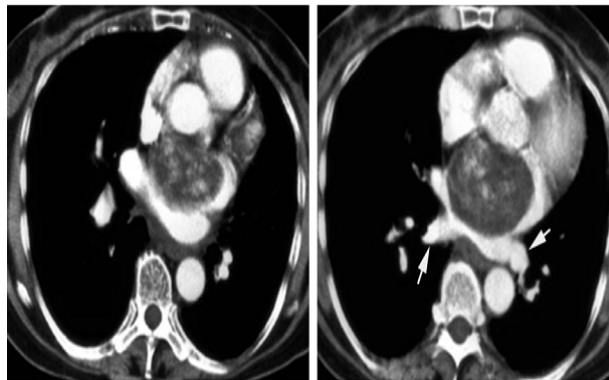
TAC de tórax con contraste.
